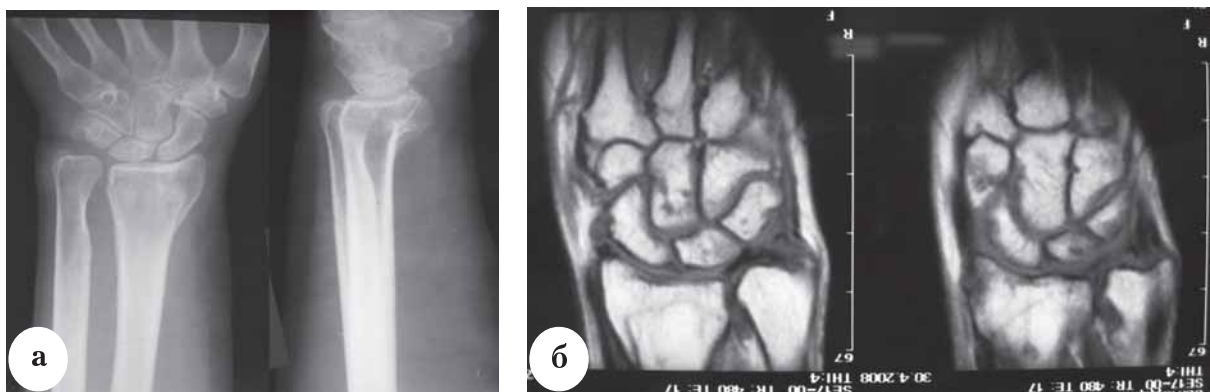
Рентгенограммы (а) и МРТ (б) больной В. при поступлении
